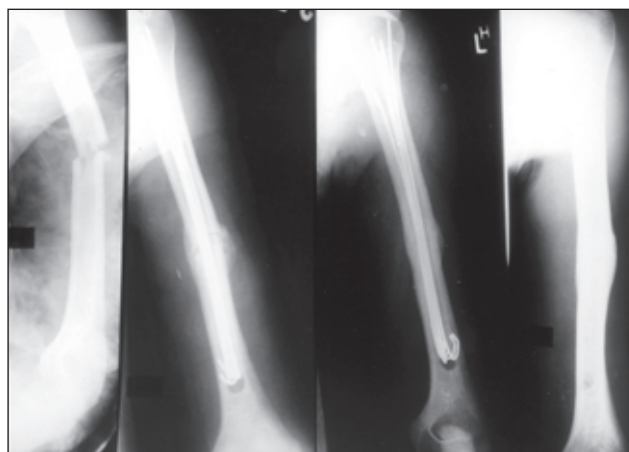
Хворий С., 46 років. Механізм травми — ДТП, поєднані пошкодження — ЗЧМТ, перелом ключиці справа. Фотовідбиток прямої та бічної рентгенограми: перелом середньої третини плечової кістки 12А3 за АО, тип D4 за Гакеталем. Повна консолидація через 12 тижнів. Відновлення повної функції кінцівки
